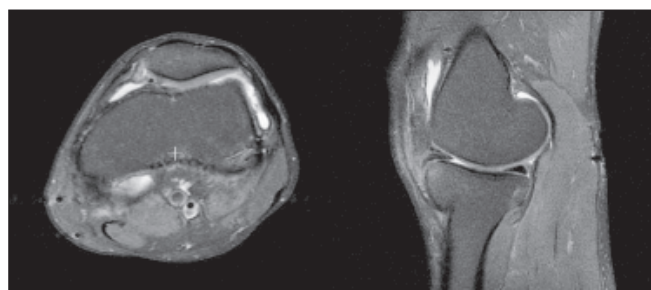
МРТ левого коленного сустава в динамике. Значительно уменьшилось количество свободной жидкости в боковых и верхнепереднем заворотах сустава. Киста Бейкера в подколенной ямке и гипертрофированная синовиальная оболочка не определяются. Внутрикостные изменения отсутствуют
